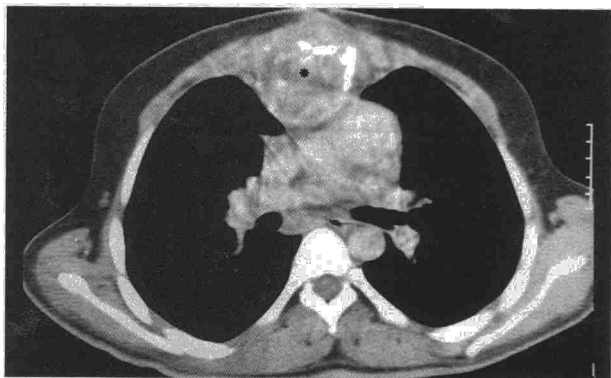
TAC torácica: Se aprecia importante tumefacción y destrucción esternal con afectación intra y extratorácica.
